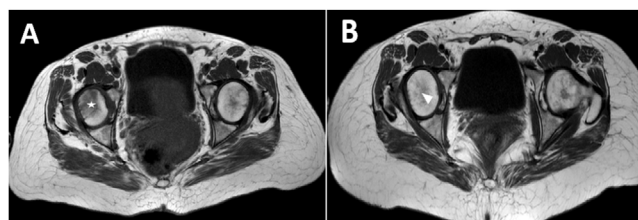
Caso clínico 4. RMN corte axial. Edema óseo hipointenso en T1 (A) e hiperintenso en T2 (B) en cabeza femoral derecha (estrella) y de forma muy discreta en la izquierda.
